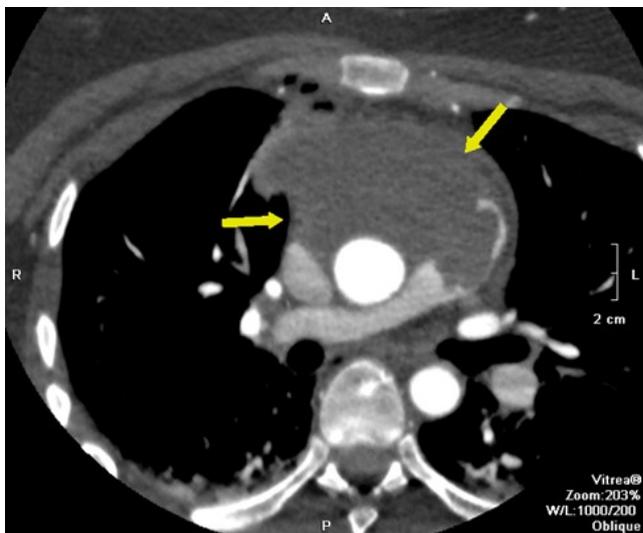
КТ-зображення пухлини (позначена стрілками)
